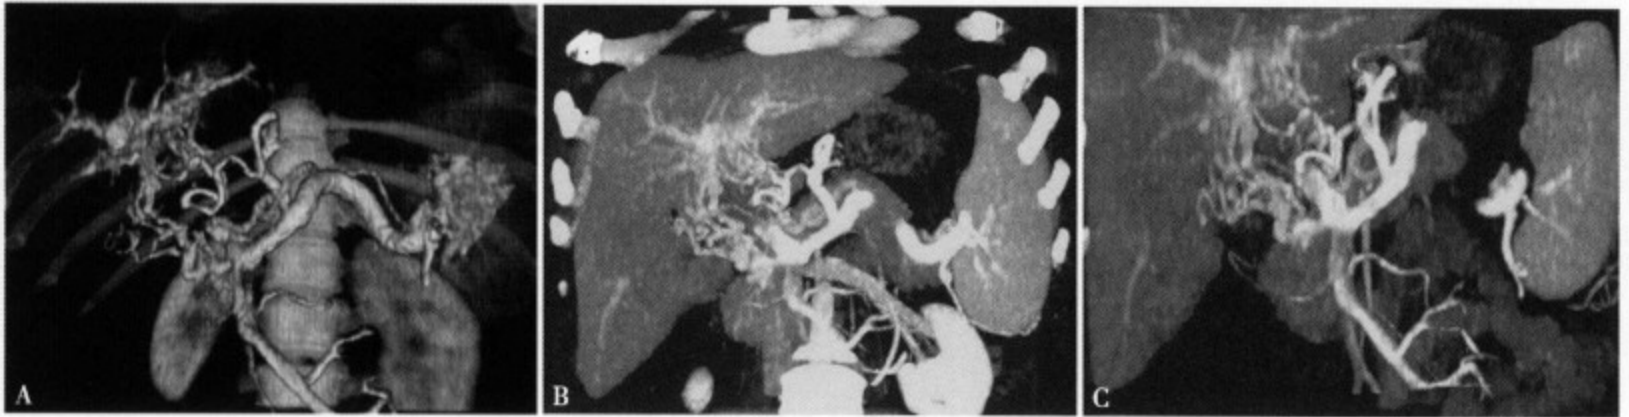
癌栓所致门静脉海绵样变的CT VR (A)、MIP (B、C) 图像
